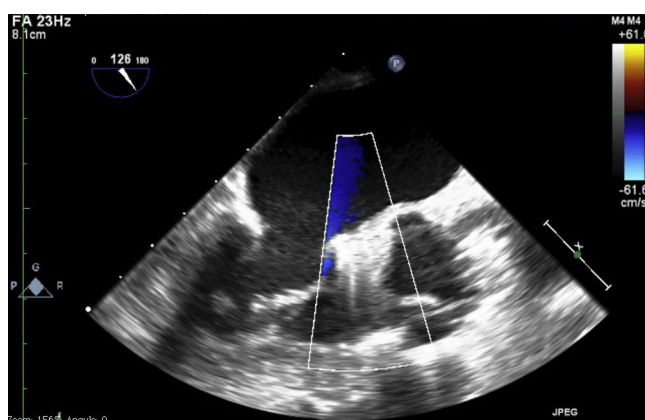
Imagen ecocardiografica de la prótesis Perceval S en diástole, sin regurgitación ni leaks periprotésicos.
